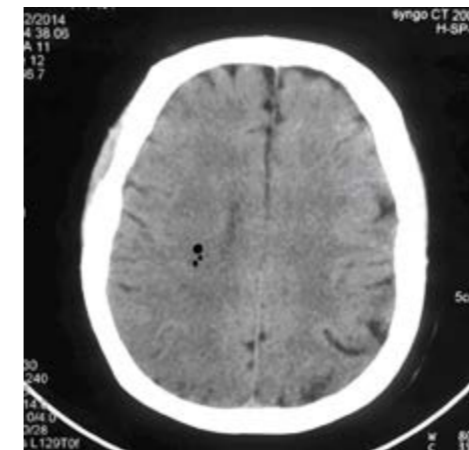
TAC simple de encéfalo. Se observa la presencia de burbuja de aire.
